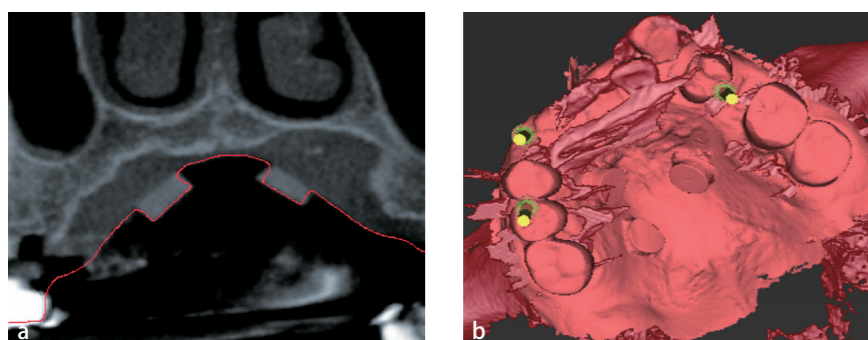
3 金属修復物のアーチファクトの著しいケースは、造影性マーカーを用いてCTと口腔内スキャナーの画像データを重ね合わせる(文献1より引用)
